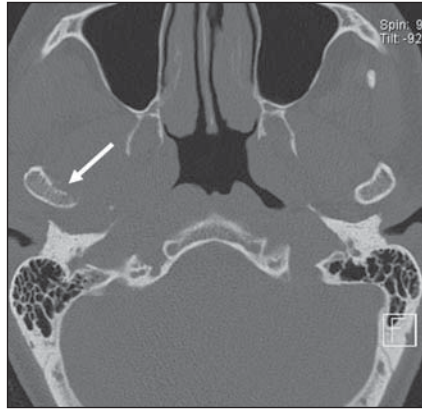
Artrite piogênica (mesmo paciente da Figura 3). Imagem axial de TC com janela óssea demonstrando a irregularidade da cortical da face medial do côndilo mandibular (seta).
